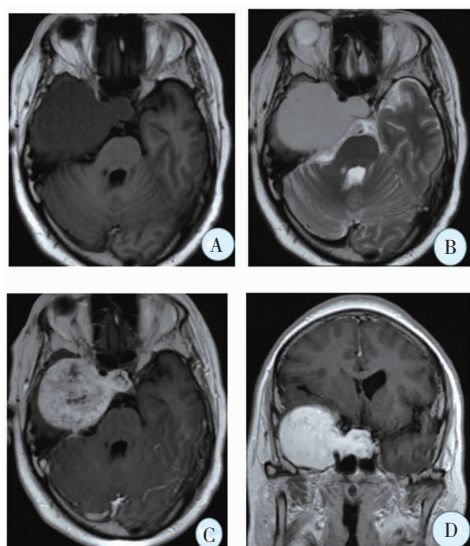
Plain and enhanced CT and MRI of CHCS at the right side
